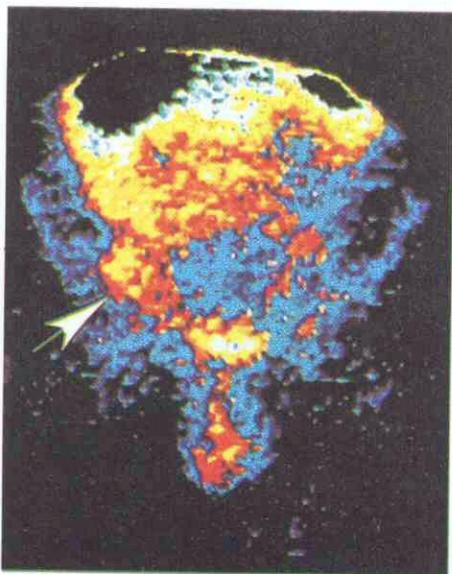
Detección de recidiva de carcinoma intestinal diagnosticada por medio de Inmunoscintigrafía con anti-CEA.
